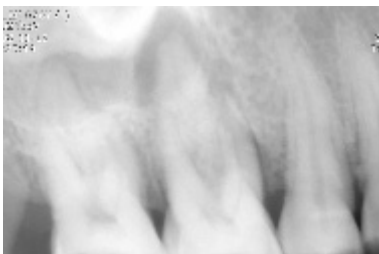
Preoperative periapical view.
